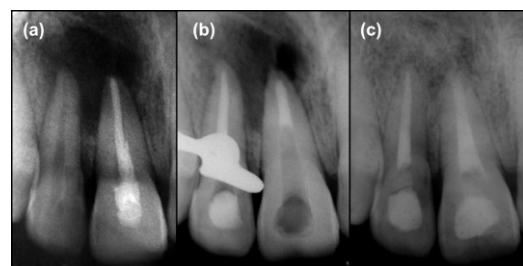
Caso no. 5. (a) Radiografía inicial de paciente masculino de 19 años de edad con antecedente de traumatismo directo (riña) de 8 años. La pieza dental no. 11 (incisivo central superior derecho) presentó diagnóstico pulpar presuntivo de tratamiento endodóntico previo con signos de infección realizado 8 años antes y diagnóstico periapical presuntivo de absceso alveolar agudo, así como infección endodóntica secundaria. (b) Radiografía de verificación de la adaptación de la barrera apical con MTA. Lima maestra calibre no. 100. (c) Radiografía de seguimiento a los 65 meses (5 años y 5 meses) donde se observa curación total de la lesión radiolúcida periapical, además ausencia de signos y síntomas de infección.
